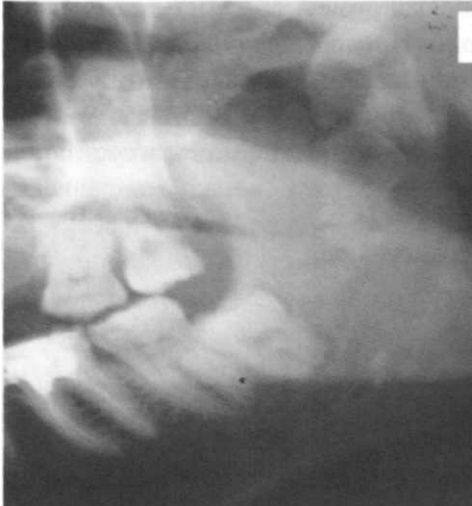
Рентгенограмма пациента Г. 32 лет, до операции.
